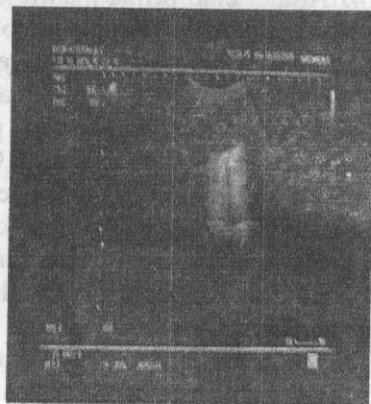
Ecografia vezicii urinare.
